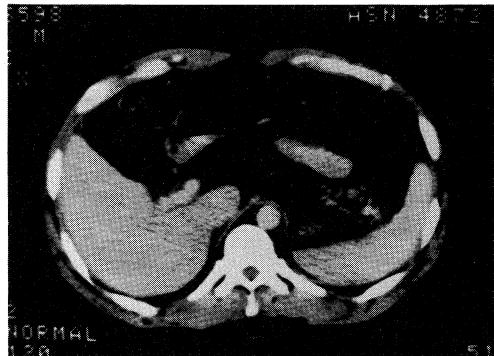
Liver CT shows no sure SOL.
